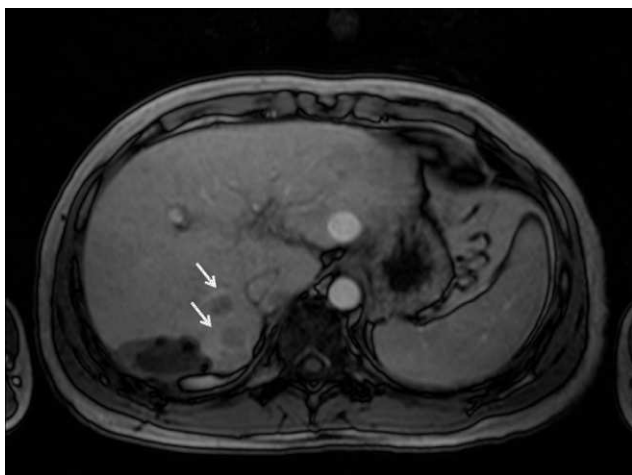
Resonancia magnética nuclear hepática que muestra la presencia de varias lesiones nodulares que miden entre 15–30 mm de diámetro compatibles con estadio BCLC B.
